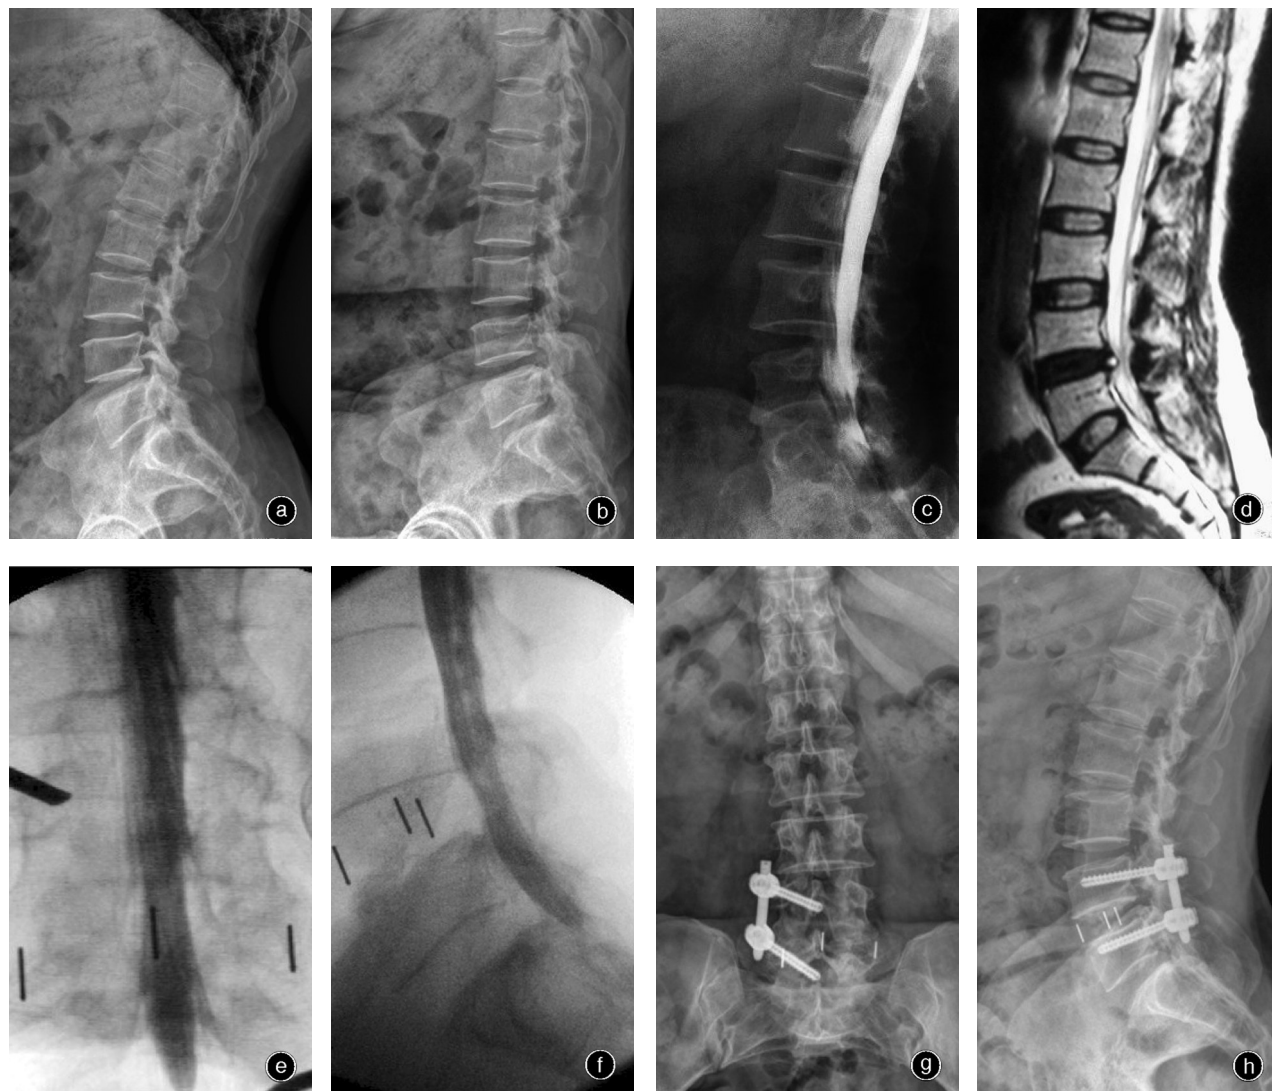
女,45岁,腰痛伴双下肢酸痛10年 a, b 术前过伸过屈位X线片示腰椎退行性变,未见明显不稳 c 术前椎管造影示L_{4,5}节段椎管狭窄 d 术前T₂WI示L_{4,5}椎间盘退变,L_{4,5}间隙小关节突增生内聚,黄韧带增厚 e, f 行极外侧入路L_{4,5}椎管减压、椎间cage植骨融合及后路单侧经皮椎弓根钉棒内固定术,术中椎管造影示植入融合器后椎管容积恢复,手术节段双侧神经根显影,间接减压效果确切 g, h 术后1年正侧位X线片示内固定位置良好,未见松动、断裂,可见融合迹象
